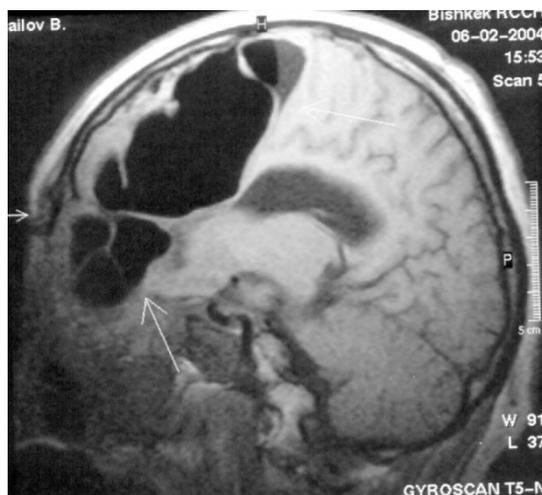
Послеоперационная КТ головного мозга б-го И., 50 лет. На нем обнаружено наличие газового пузыря и некроз лобной доли со смещением и сдавливанием правой половины мозга.
